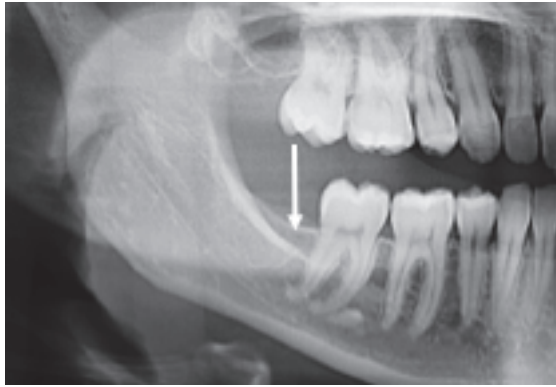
Radiographie du triangle rétro-molaire
